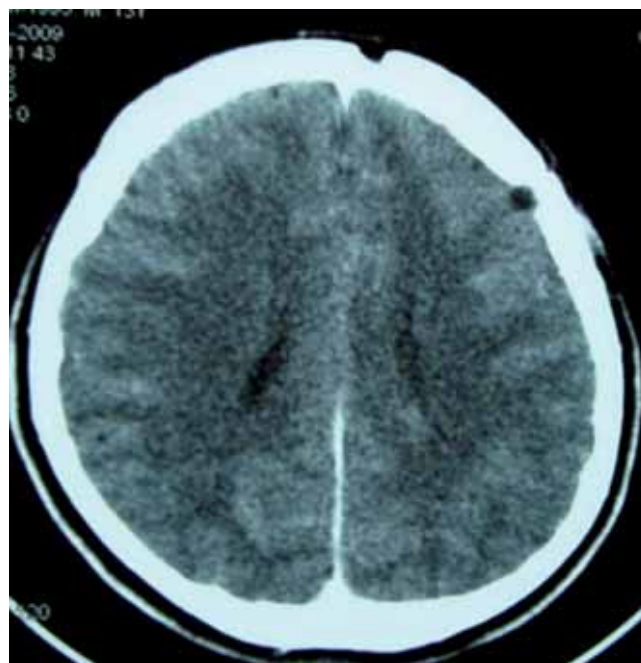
Tomografia computadorizada de crânio 30 dias após drenagem cirúrgica, sinais de craniotomia frontal esquerda.
